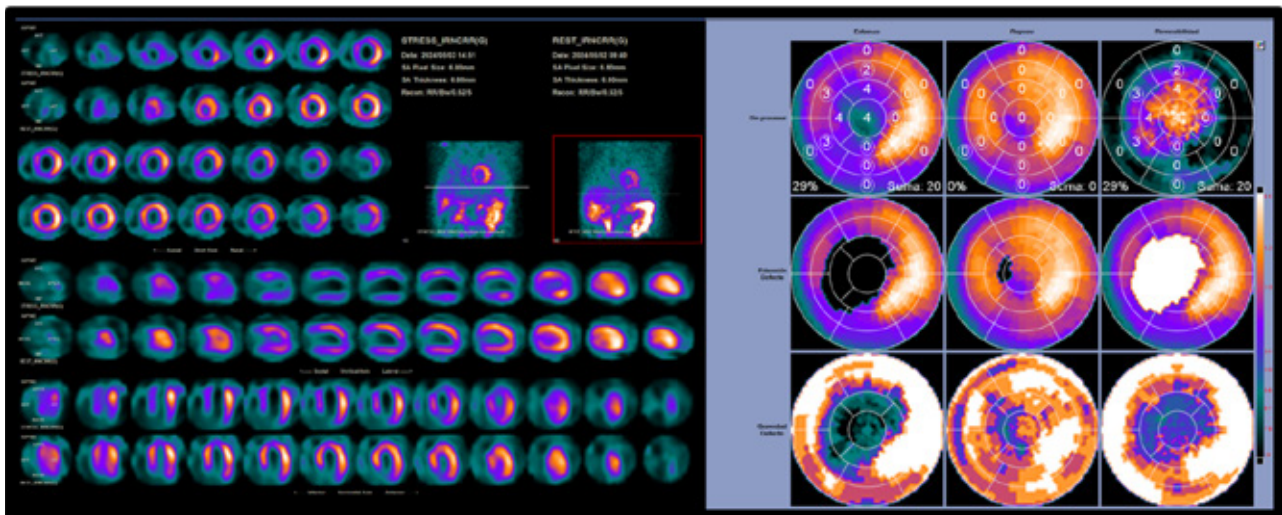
Paciente masculino 46 años. Perfusión miocárdica Gated SPECT R/E 2 días: AutoQUANT QPS. Cuantificación automática del monto de miocardio isquémico, extensión y severidad, mapa polar 17 segmentos. Se evidencia Score de reversibilidad (20) y porcentaje de miocardio isquémico (29%).
